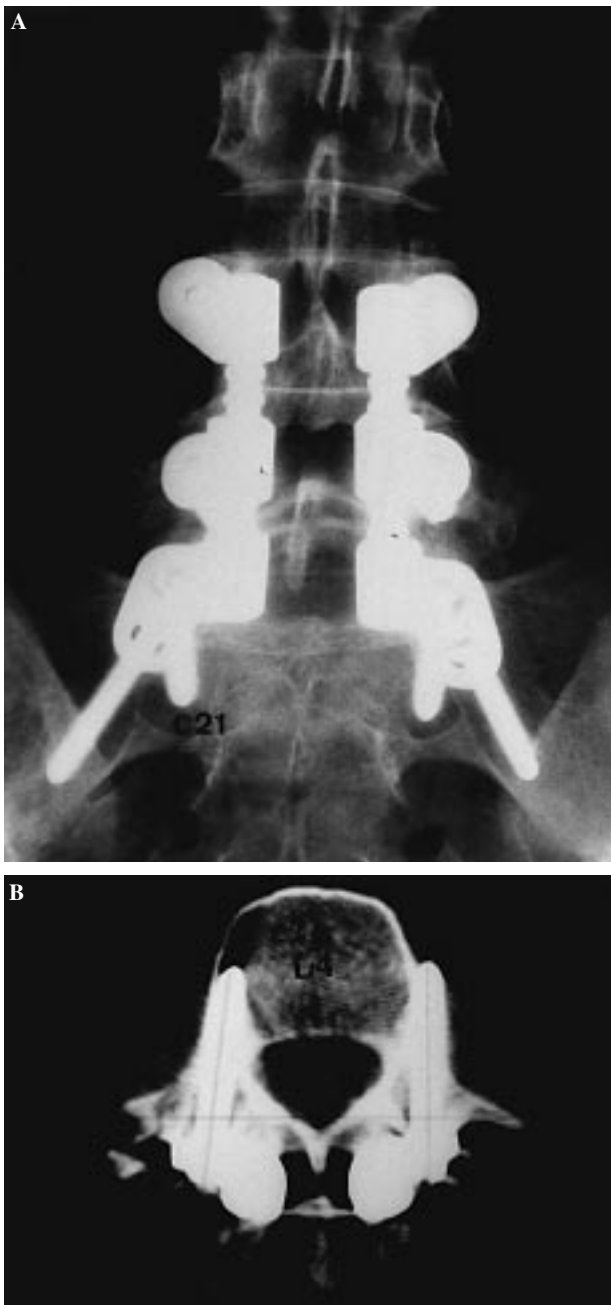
A: Rx mostrando localización correcta en ambos pedículos L4. B: El mismo caso con TAC mostrando localización incorrecta (lateral) en el pedículo L4 izdo.
